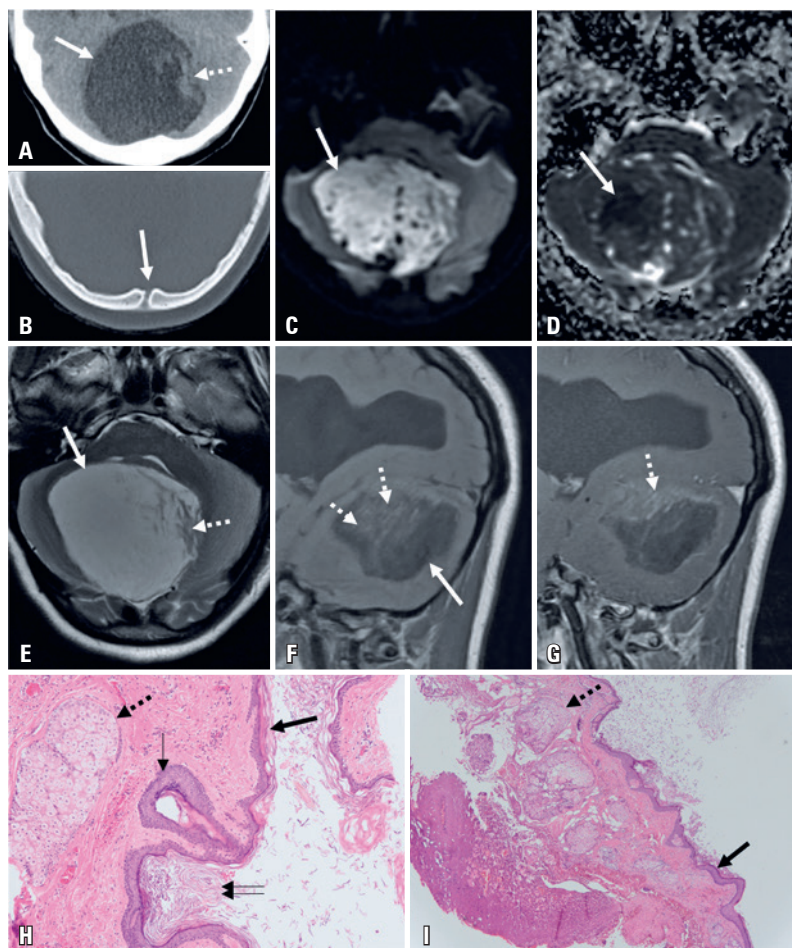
Tomografia computadorizada e ressonância magnética ilustrando as principais características da imagem de cisto dermoide. Imagens microscópicas da lesão. (A) Tomografia computadorizada em janela de tecido mole indicando a presença de lesão cística da fossa posterior, na maioria hipodensa (≈ 10 unidades Hounsfield) (seta), com pequenos elementos densos na região esquerda (≈ 29 unidades Hounsfield) (seta tracejada); (B) Tomografia computadorizada em janela óssea demonstrando a presença de fistula, representando possibilidade de presença de cisto de inclusão; (C e D) Área extensa de redução da difusão de água, demonstrada por hiperintensidade de imagem ponderada em difusão e hipointensidade em coeficiente de mapa de difusão aparente; (E) Imagem axial ponderada em T2, demonstrando T2 hiperintenso posterior na lesão da fossa predominante (seta); (F) Imagem sagital ponderada em T1, demonstrando um T1 hipointenso posterior da lesão da fossa posterior predominante (seta) com pequenos elementos isointensos superiores (setas tracejadas); (G) Imagem sagital ponderada em T1, mostrando presença de componentes hiperintensos lineares após administração de gadolínio; (H e I) Imagens histológicas apresentando lesão cística delineada por epitélio escamoso queratinizado (seta) com camadas granulosas (seta fina), glândulas sebáceas (seta tracejada) e queratina molhada (seta dupla), tornando possível o diagnóstico de cisto dermoide
